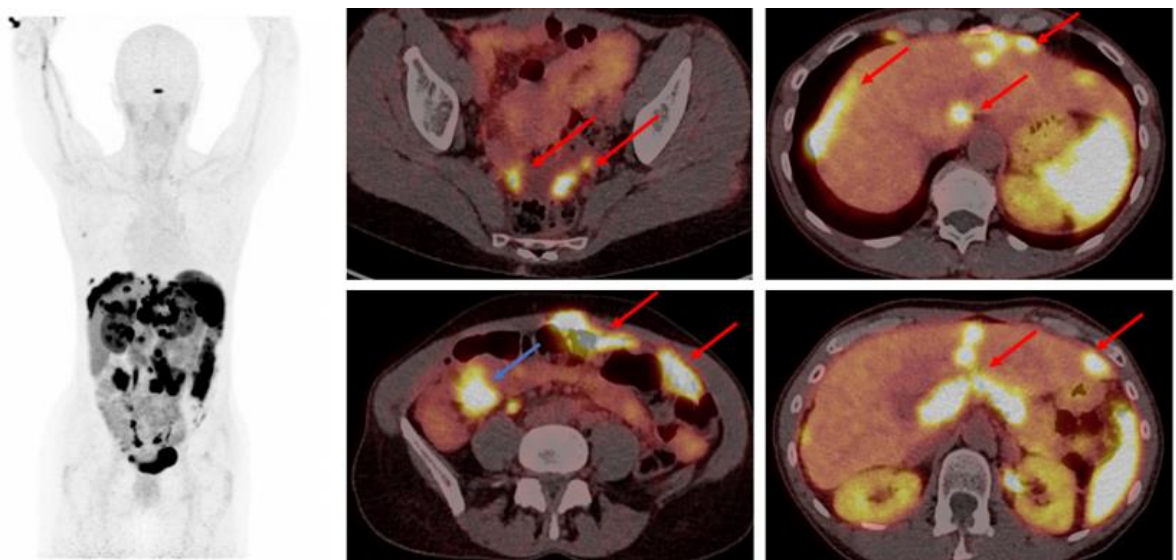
Exemple de carcinose péritonéale. Vue MIP (maximum Intensity Projection) avec différentes coupes transverses d'une TEP TDM au  $^{68}\text{Ga}$ -DOTA-TOC avec intense hyperfixation d'une TNE iléale (flèche bleue) et une carcinose péritonéale étendue du pelvis, du grand omentum et péri-hépatique (flèche rouge)
